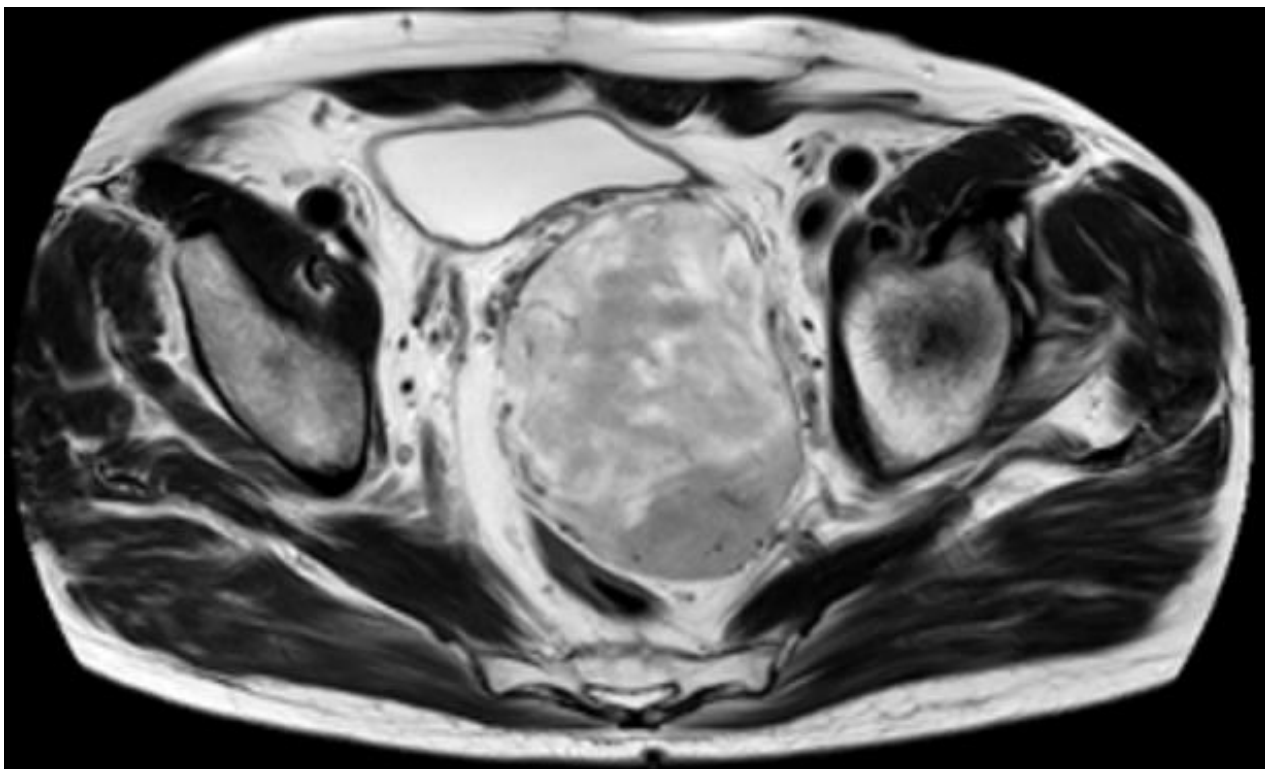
IRM axiale T2 pelvis, masse hétérogène
